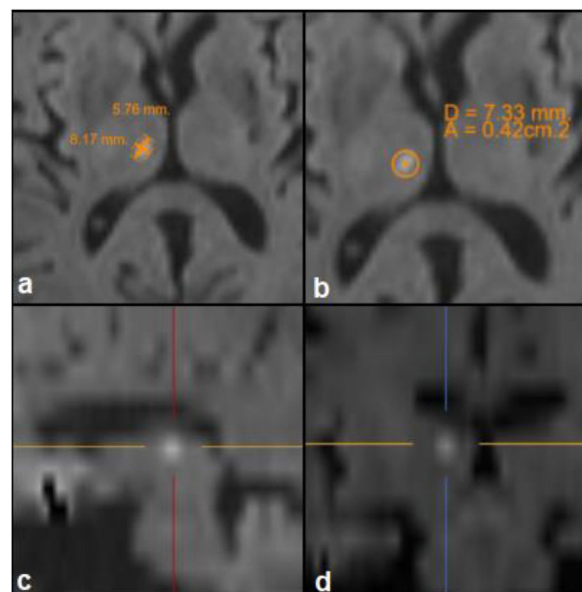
Resonancia magnética de cerebro, secuencia de difusión donde se observa hiperintensidad compatible con isquemia aguda. En figura a se observa el tamaño longitudinal y transversal de 5,7 y 8,1 mm, respectivamente. En la figura b se observa el diámetro y el área de 7,3 mm y 0,42 cm², respectivamente. En las figuras c y d se observa un corte sagital y coronal, respectivamente, donde se evidencia el compromiso exquisito del tálamo.
